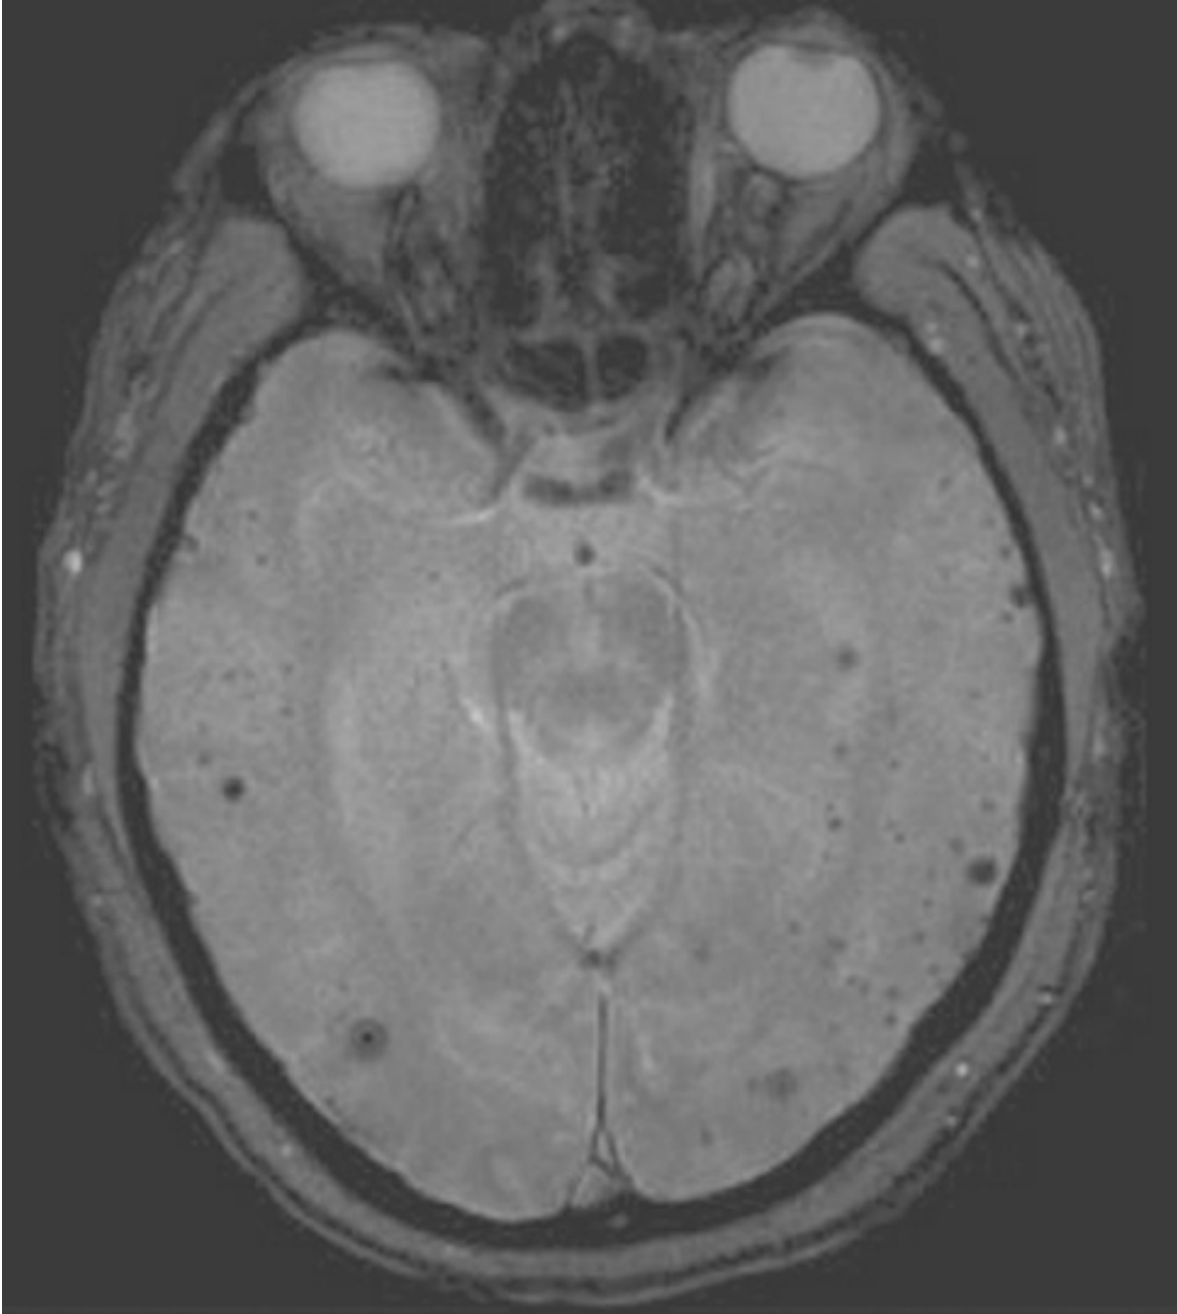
Secuencia de RMN axial por ecogradiante.
